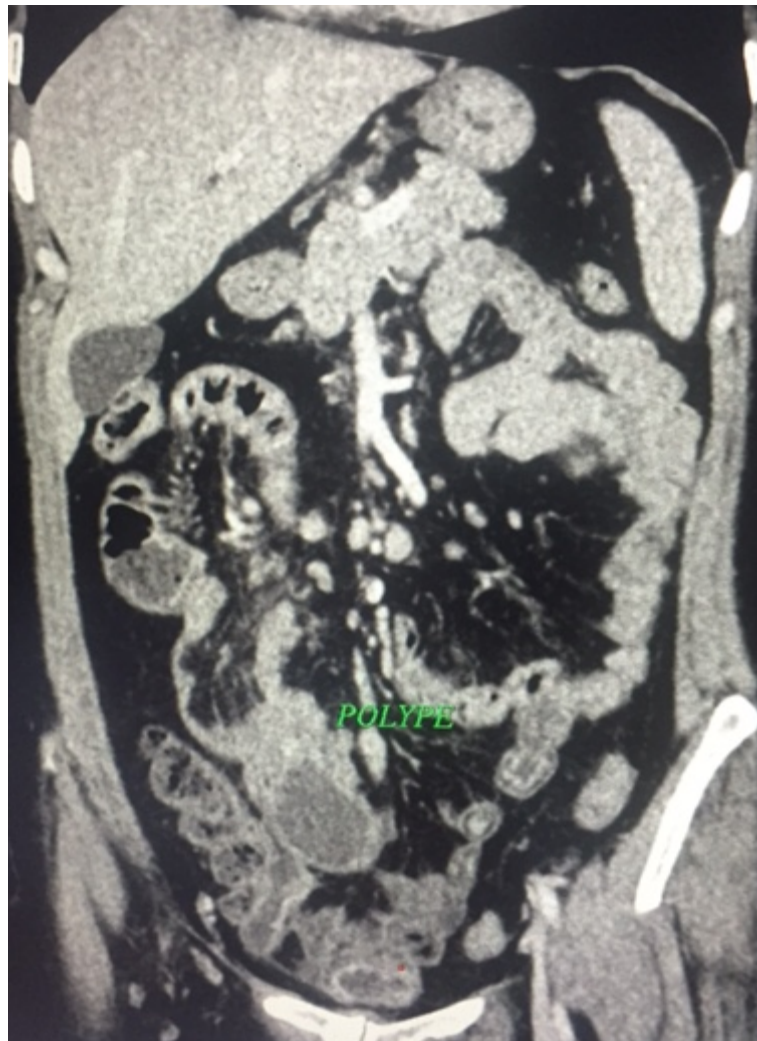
TDM abdominale montrant une invagination iléo-iléale secondaire à un polype (coupe coronale)
